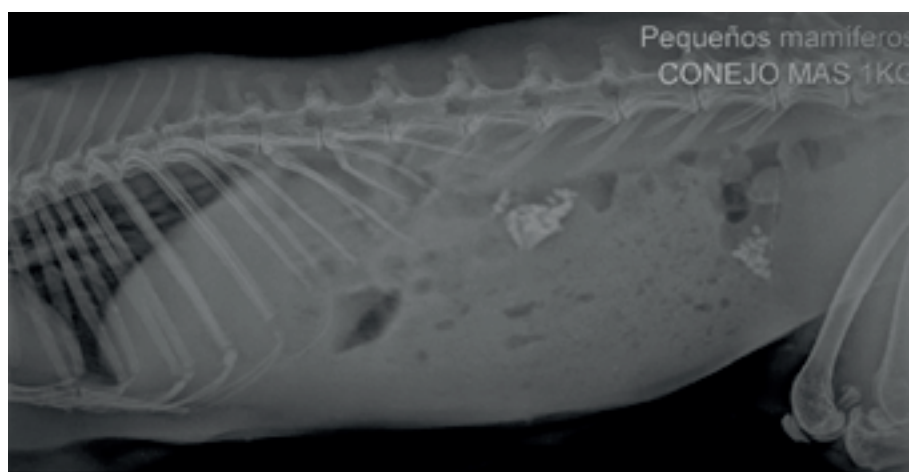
Radiografía abdominal donde se aprecian las mineralizaciones a nivel renal y vesical. Fuente: *Animales exóticos 24 horas*.
